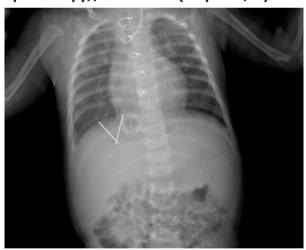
Рентген органов грудной клетки ребенка А. Состояние после пластики ДМПП, коррекции тотального аномального дренажа легочных вен
